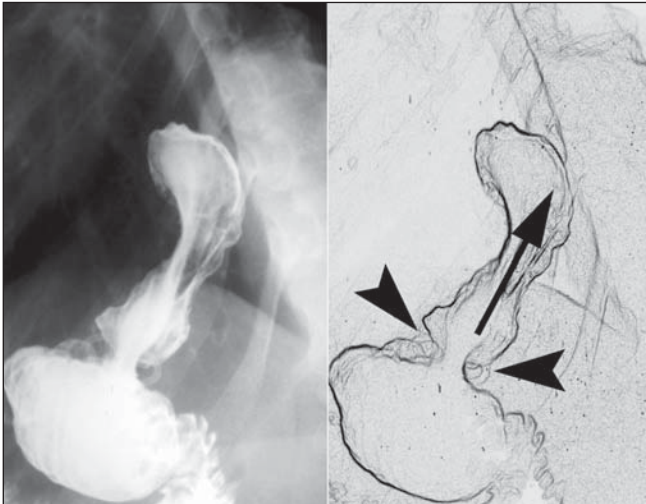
Radiografia mostrando a presença de hérnia do fundo gástrico através do hiato esofágico diafragmático (seta). Constrição causada pelo anel (ca-beças de setas).
